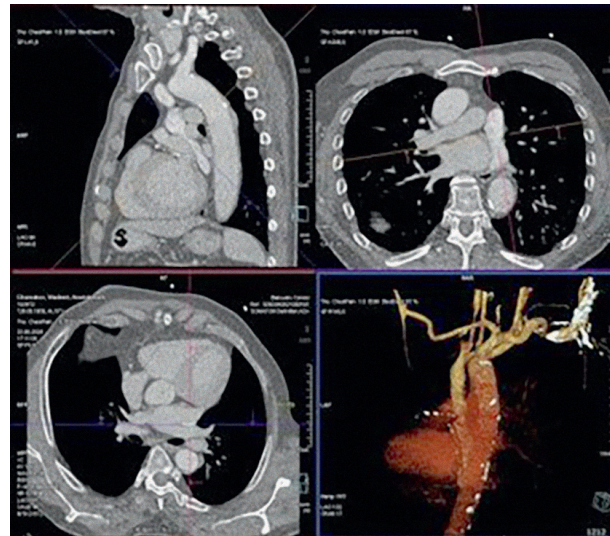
Мультиспиральная КТ-АГ коронарных артерий
